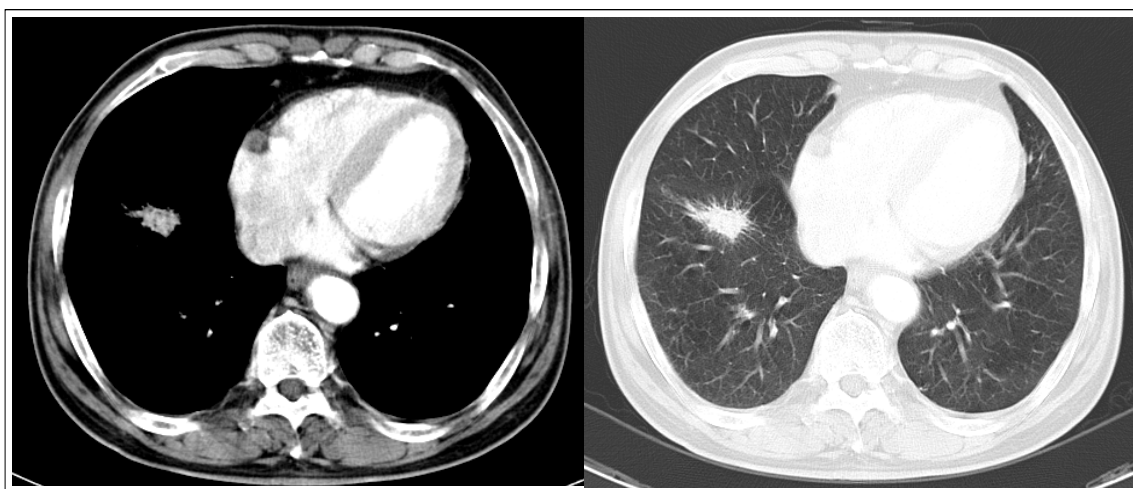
Chest CT scan shows a 3.3 × 1.7cm sized nodule with spiculated margin in anterior basal segment of right lower lobe.
